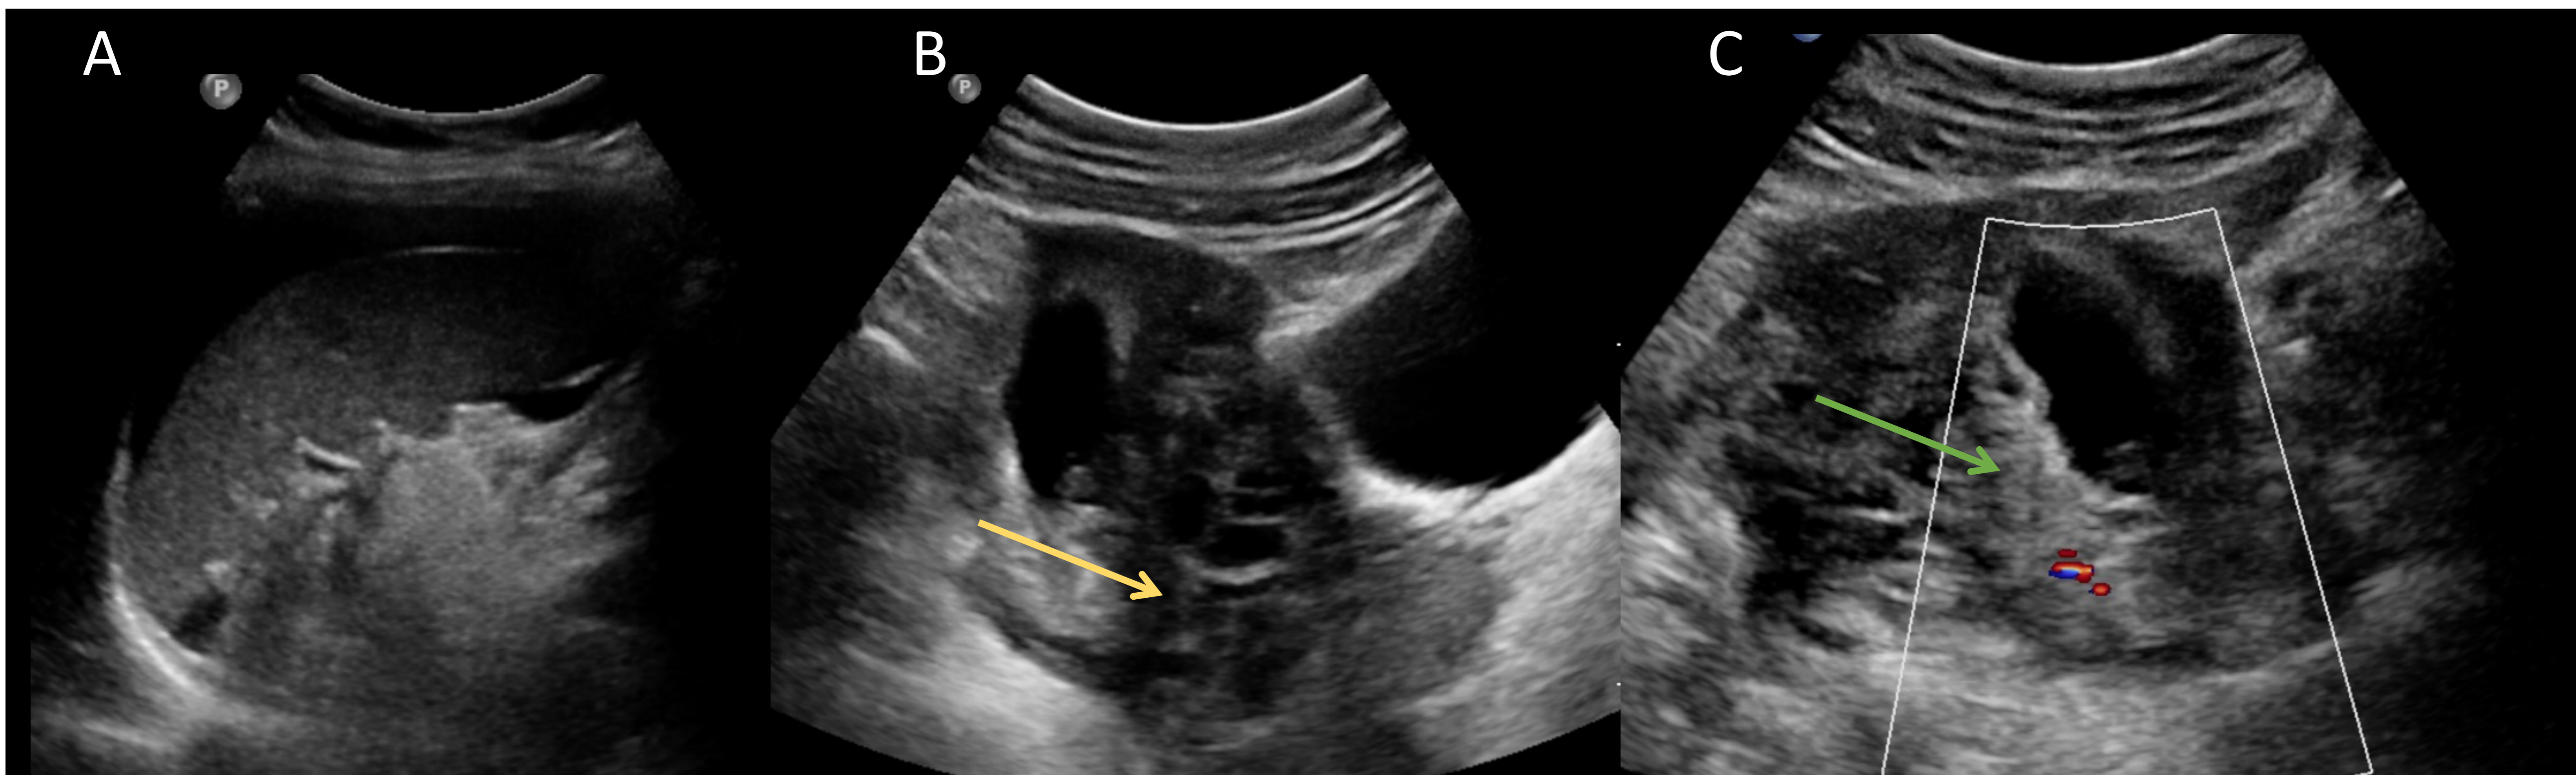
Embarazo ectópico. Paciente de 29 años con defensa abdominal y dolor en ambas fosas ilíacas. A, B) En la ecografía llama la atención la presencia de moderada cantidad de líquido libre, identificándose un ovario aumentado de tamaño (→). C) Adyacente al ovario se observa una lesión quística compleja (→) de paredes gruesas ecogénicas con señal Doppler. Sugiere corresponder con el signo del anillo tubárico, que consiste en tejido trofoblástico rodeando el saco gestacional. Fue derivada al servicio de ginecología donde se confirmó la presencia de embarazo ectópico tubárico.
